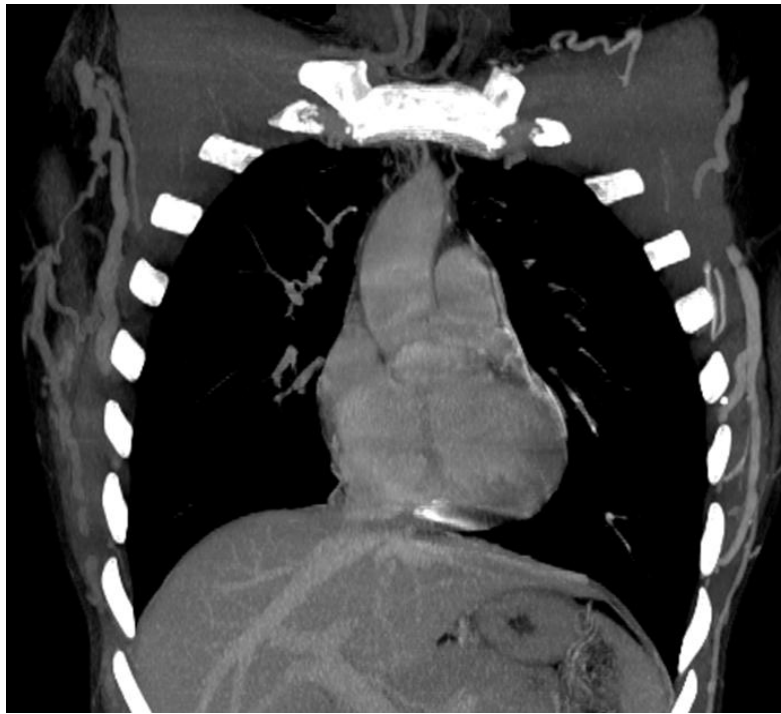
reconstruction d'une angio-TDM thoracique objectivant des dérivations pariétales en rapport avec le syndrome cave supérieure (patient M.H, service de radiologie/ CHU Hassan II)
